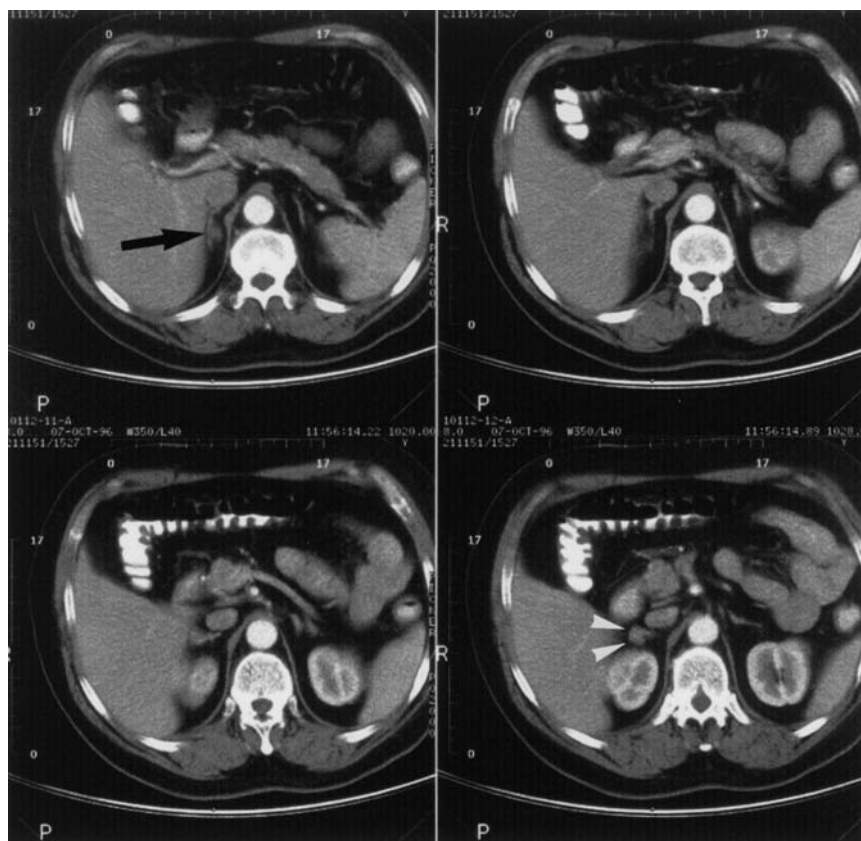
▲ Abdomen-CT vor dem Ersteingriff. Man erkennt einen 2 cm großen retrocaeval gelegenen Tumor der rechten NN (schwarzer Pfeil) sowie einen 2. Knoten im lateralen rechten NN-Schenkel (weiße Pfeile)
